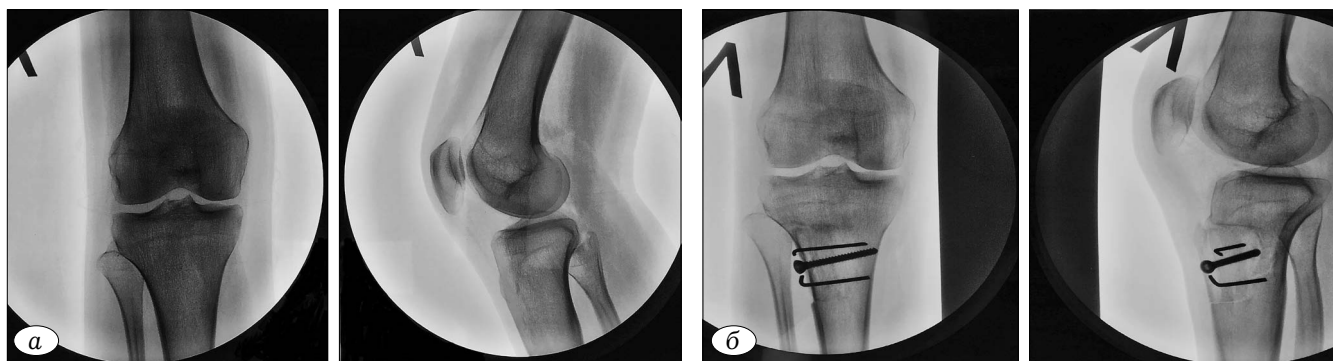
Рентгенограммы пациентки А. 25 лет до (а) и после (б) оперативного лечения.
